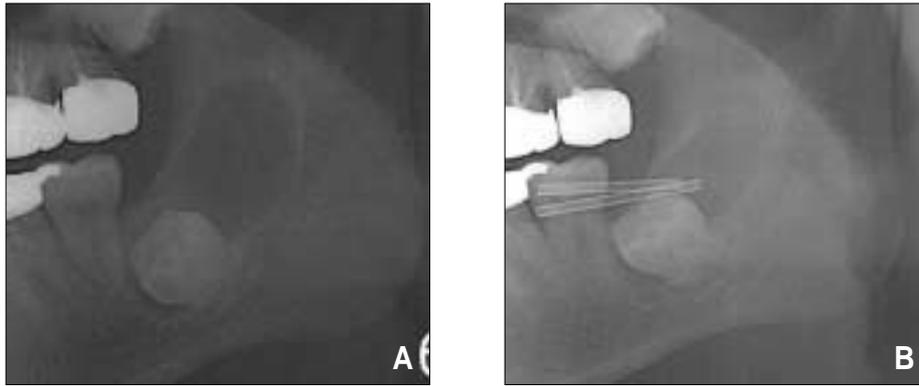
A. Panoramic radiograph at first visit.
